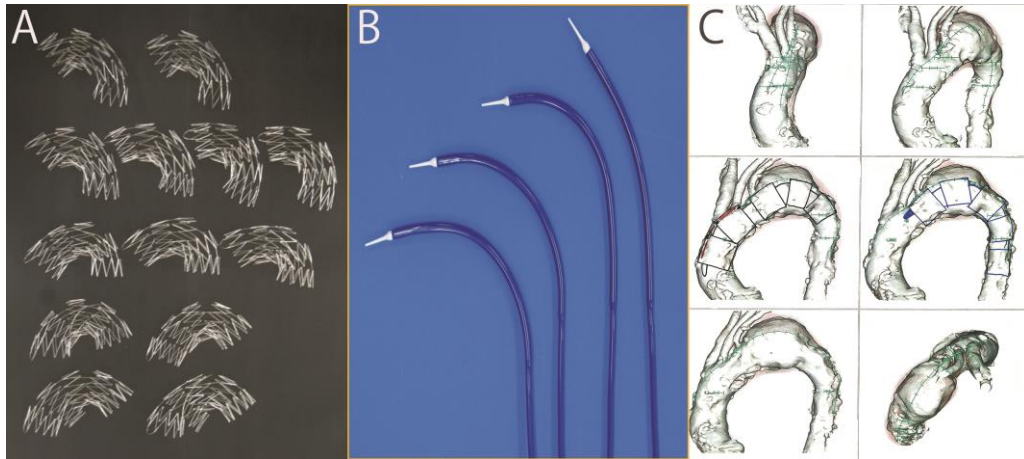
(A)ステント骨格; (B)J型シース; (C) 術前 3D-CT イメージ.
